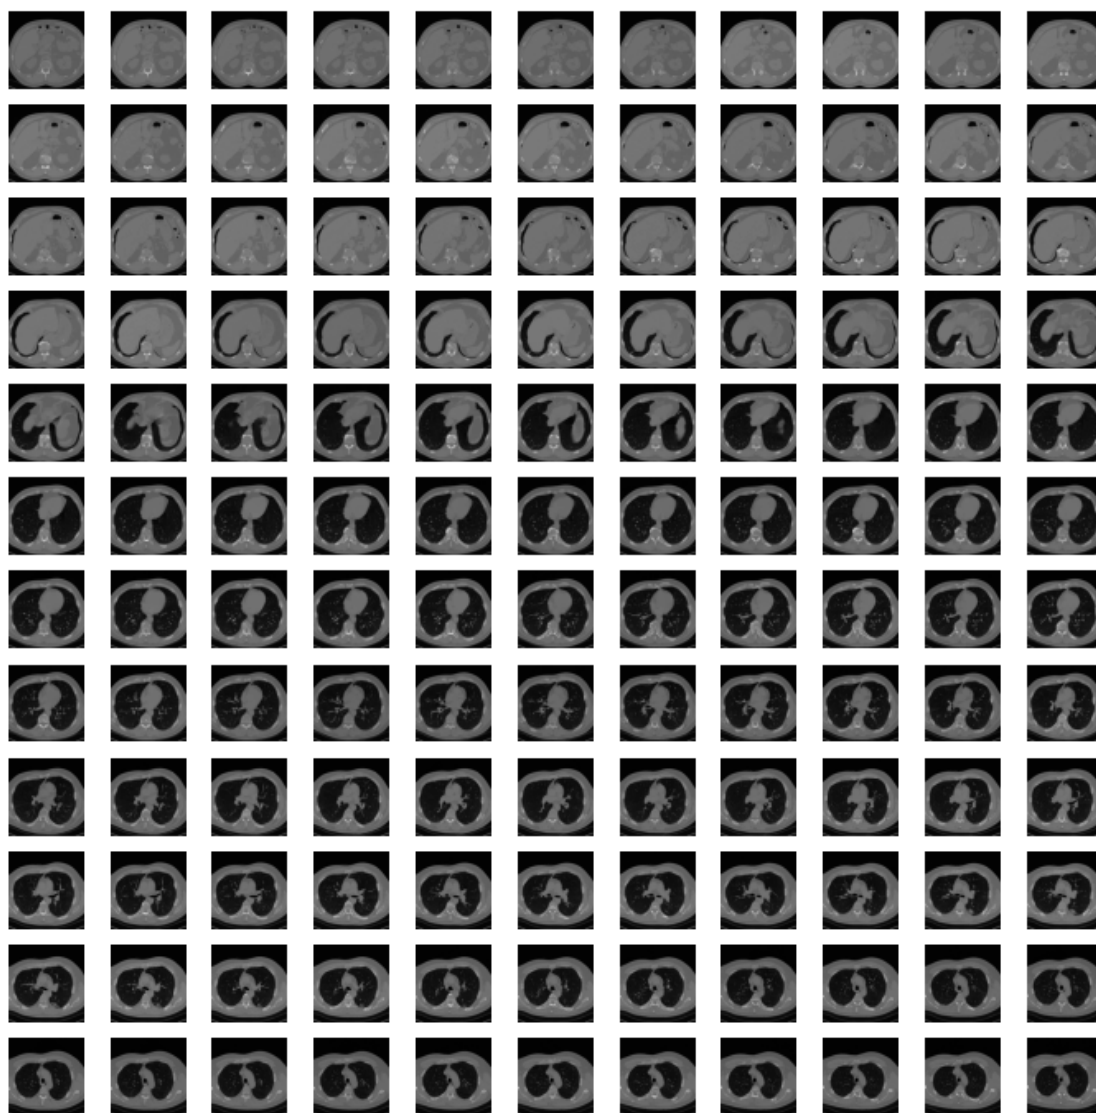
Приклад КТ знімку легенів пацієнта, взятий із набору даних DSB 2017 [114].
